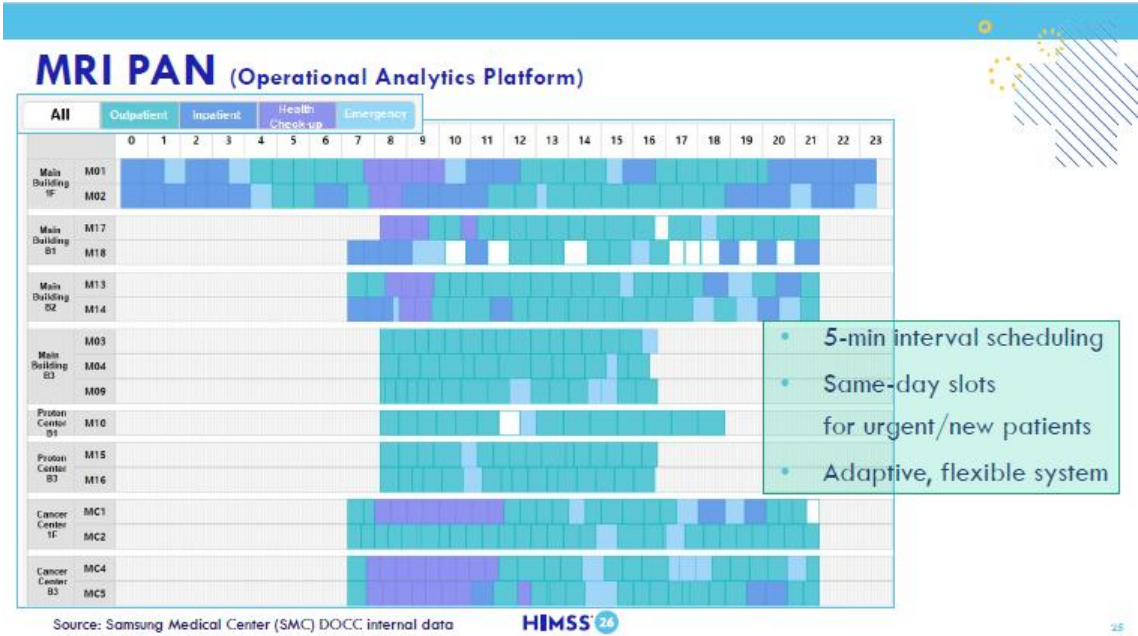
MRI PAN (Operational Analytics Platform)
